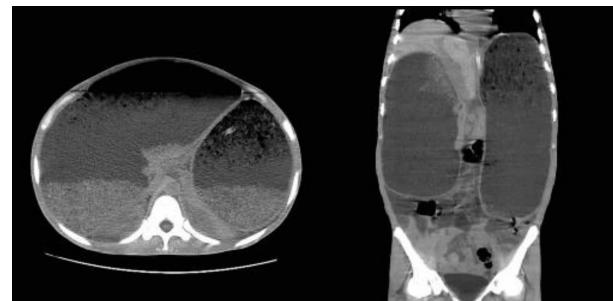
术前腹部 CT 图像: 胃及十二指肠极度扩张
